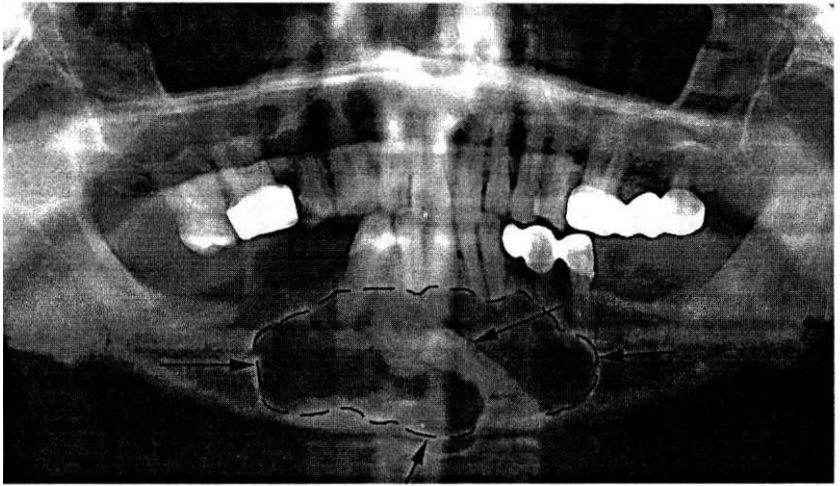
Фолликулярная киста центрального отдела нижней челюсти от 33-го зуба. Ортопантомограмма
